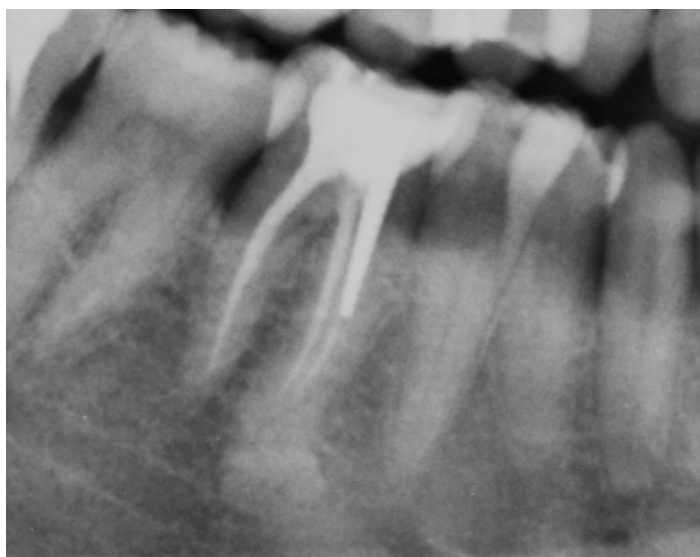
Immagine radiografica di elemento 46 trattato endodonticamente ed affetto da osteite condensante.
